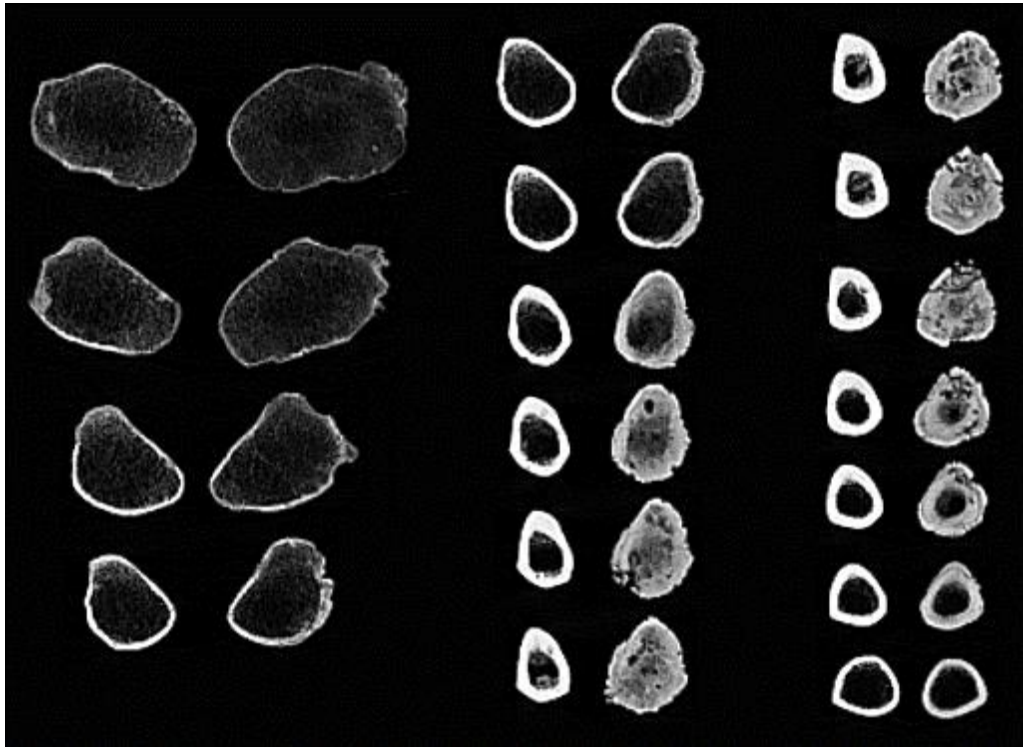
Cortes transversales de la tomografía de las tibias del entierro 122. Se observan 17 cortes, siendo el primero y más proximal el de la esquina superior izquierda, para continuar hacia abajo y luego en la columna de la derecha. Imágenes propias.
